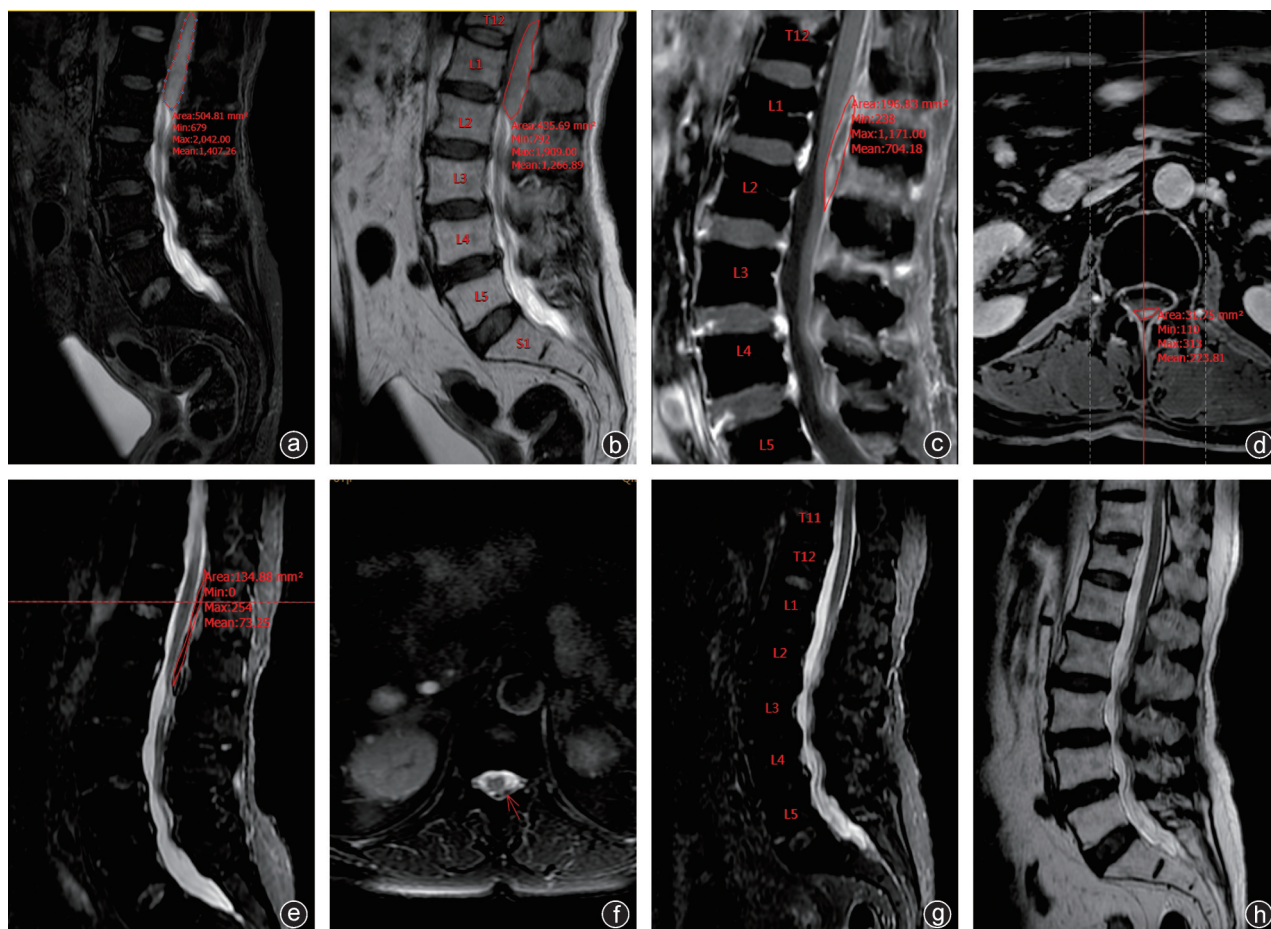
病例2,女,76岁,因“腰痛伴双下肢疼痛麻木6h”于2023年4月20日入院 a:入院颈胸椎MRI平扫,T2压脂像示T₂~T₄水平脊髓受压,且脊髓后方伴有高信号占位;b: MRI平扫,T2像示T₂~T₄胸髓前方不规则长条形稍高信号改变;c,d: MRI增强示脊髓左后方占位性病变呈不均匀明显强化,横断面示脊髓后方占位性病变呈不均匀明显强化;e,f:入院3天后复查MRI,矢状位T2压脂像示脊髓后方占位呈低信号改变,横断面T2压脂像示脊髓左后方占位,且范围较前明显缩小;g:出院后1个月复查MRI,T2压脂像未见占位,脊髓无受压;h:出院后1个月复查MRI,T2像未见占位,脊髓无受压
